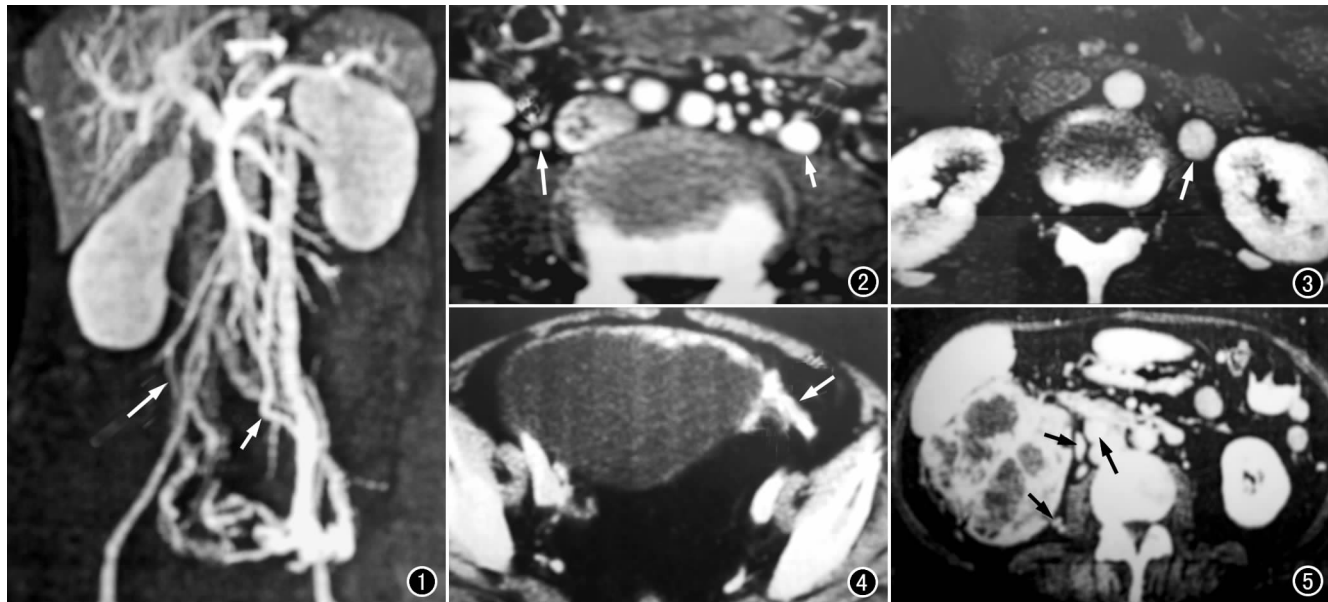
冠状面 MIP 图像显示左侧卵巢静脉(短箭)逆流入右侧卵巢静脉(长箭)。图 2 65 岁多产女性,左侧卵巢静脉逆流。CT 增强扫描肾实质期显示左侧卵巢静脉扩张(短箭),其内有对比剂充盈,并见变异的右侧卵巢静脉回流入右肾静脉(长箭)。图 3 37 岁无症状经产女性。CT 增强扫描动脉期显示左侧卵巢静脉扩张,其内有对比剂充盈(箭)。图 4 67 岁良性卵巢浆液性囊腺瘤患者。CT 增强扫描示左侧卵巢静脉(箭)通过卵巢-血管角直接与左侧卵巢囊性肿瘤相连。图 5 右肾细胞癌。CT 增强扫描显示右侧肾脏较大肿块、密度不均匀,右侧肾包膜静脉(短箭)和卵巢静脉(长箭)扩张。
